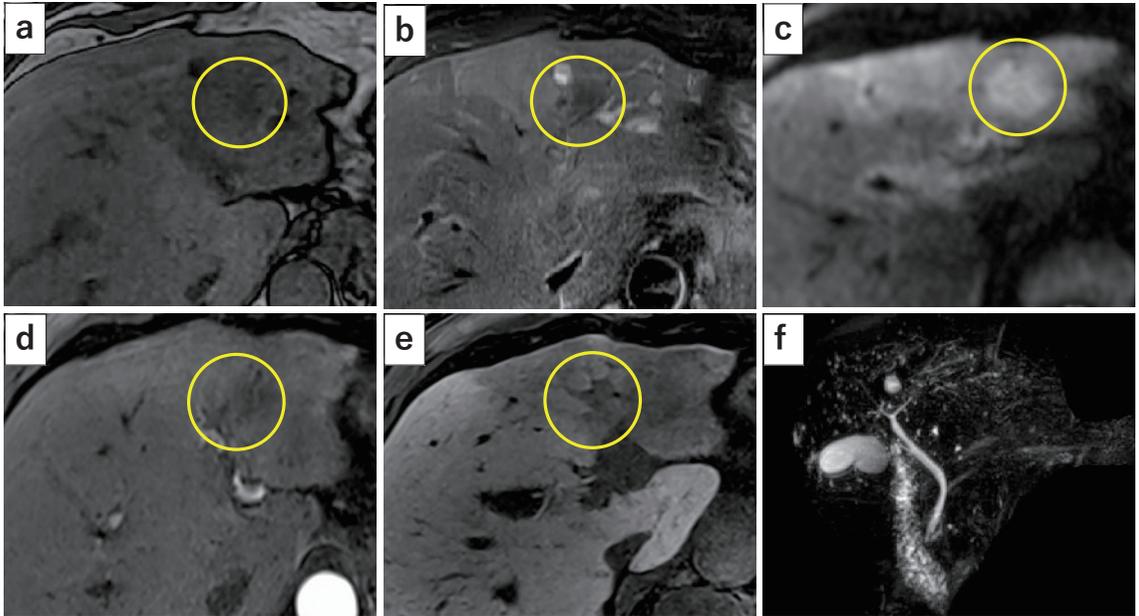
Gd-EOB-DTPA 造影 MRI (a: T1 強調像, b: T2 強調像, c: 拡散強調像, d: 動脈相, e: 肝細胞相, f: MRCP).
